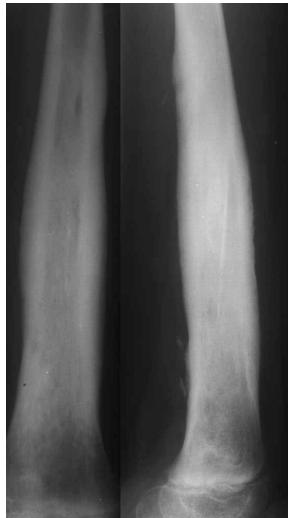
Рентгенограмма кости в периоде выздоровления.
